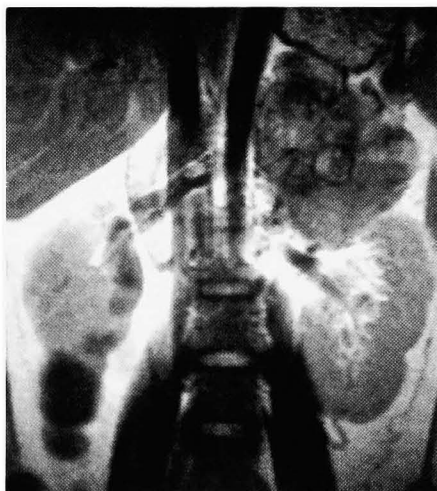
T2-weighted MRI demonstrated low intensity mass adhering to the left kidney.
